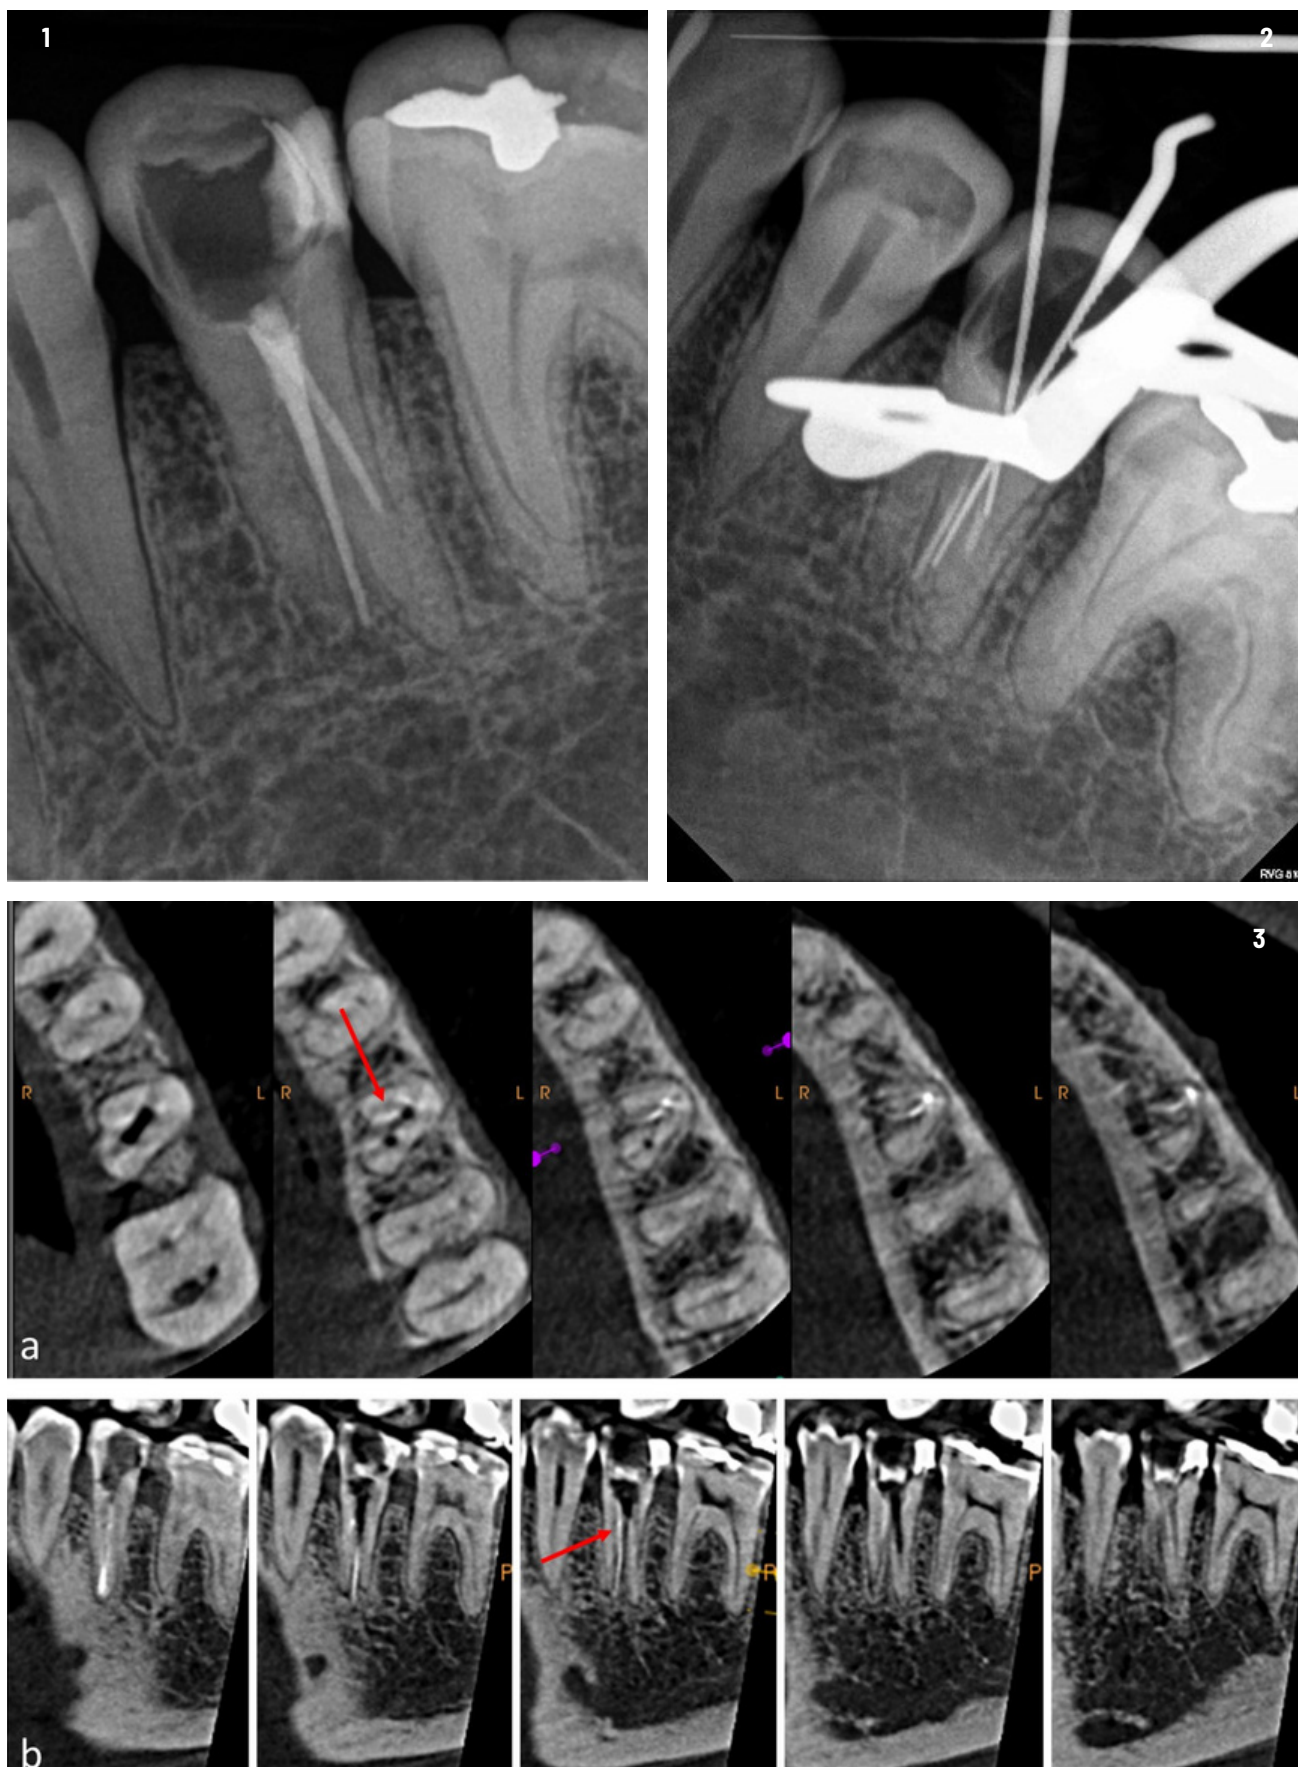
Radiografia inicial. Figura 2 - Radiografia periapical da odontometria e análise da desobturação do elemento 35. Figura 3 - TCFC: cortes (a) axiais (coronal para apical) e (b) sagitais (vestibular para lingual). As setas indicam a presença do terceiro canal (mesial) calcificado.
